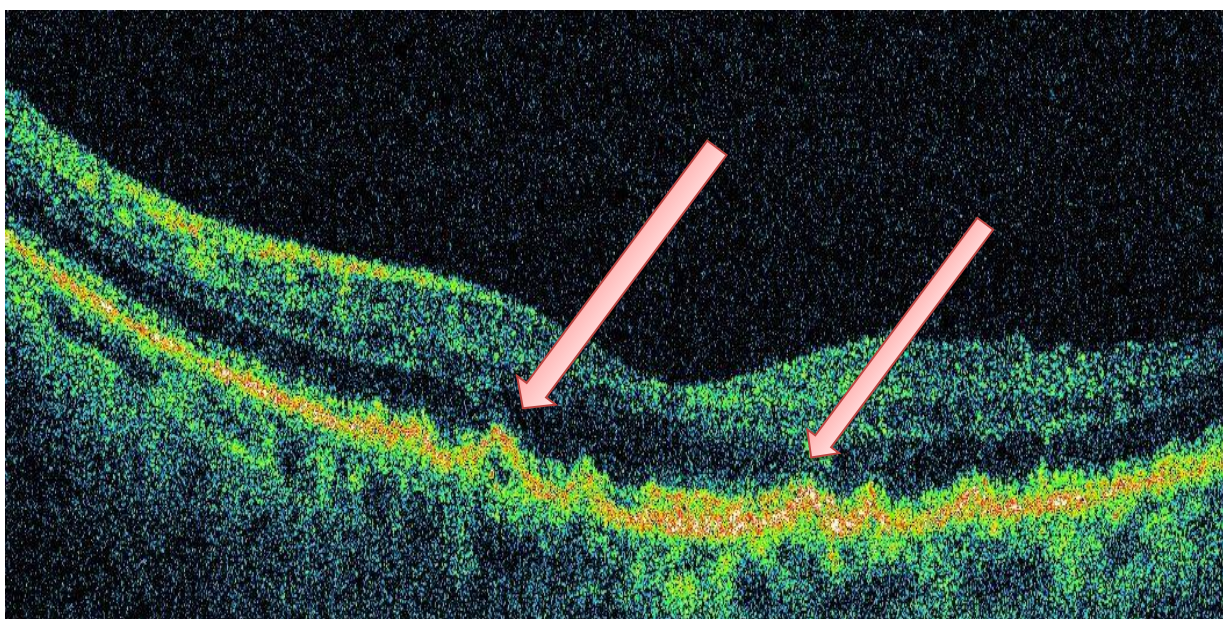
Examenul tomografiei în coerență optică indică niște denivelări și decolări de dimensiuni mici și medii ale epiteliului pigmentar al retinei localizate preponderent în zona foveei și foveolei, sugestive pentru druze macular dur.
